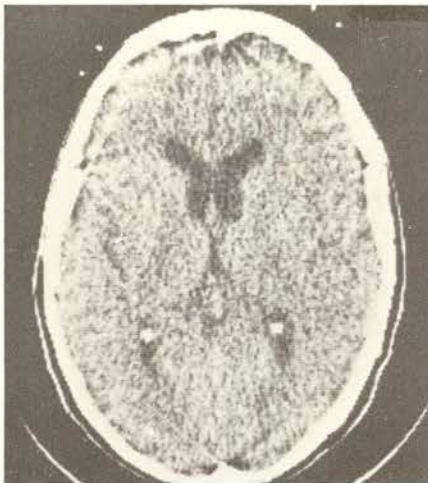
Tomografía axial computada cerebral. Discreta atrofia córtico-subcortical.
